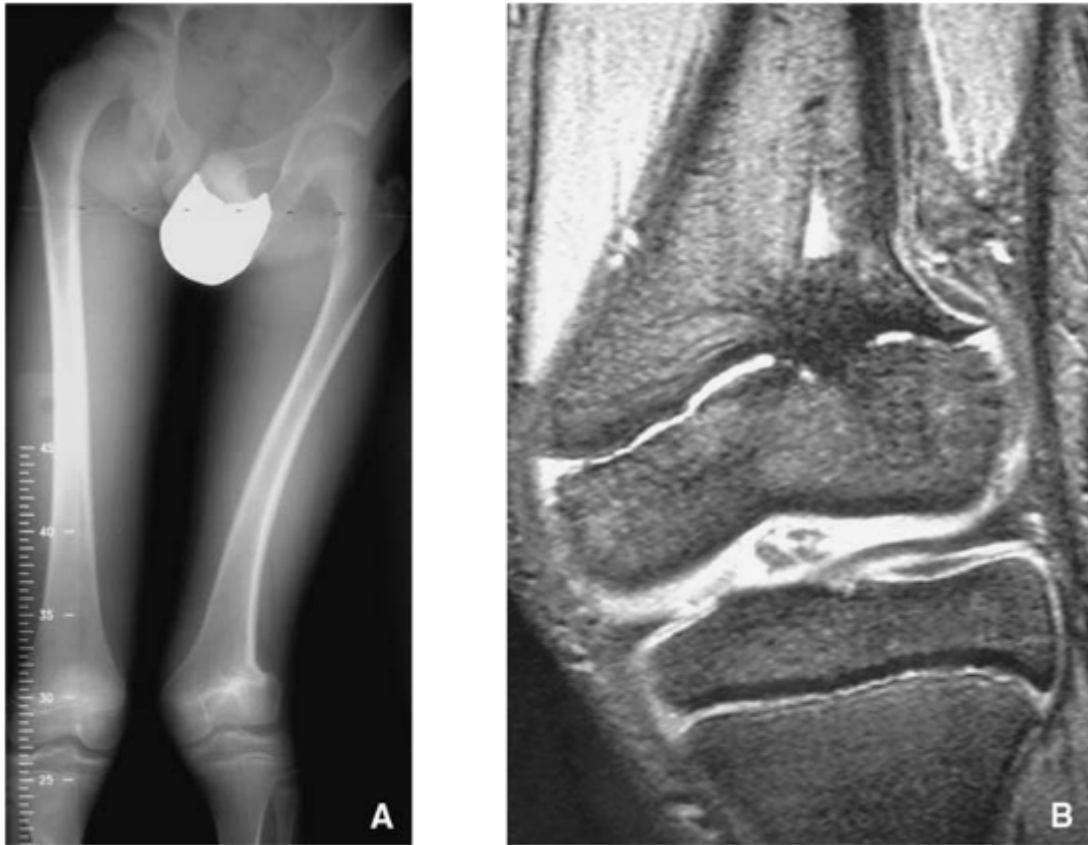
Aspect typique d'un pont d'épiphysiodèse et ses conséquences. Un pont d'épiphysiodèse paracentral fémoral distal entraîne un raccourcissement, un défaut d'axe en valgus (A). Le pont est parfaitement visible en imagerie par résonance magnétique (IRM) (B) qui montre sa situation, son importance en volume et donne une idée sur l'aspect du cartilage de croissance restant. (27)
